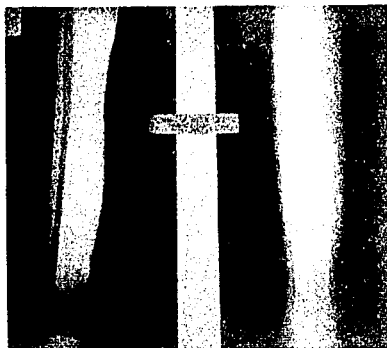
Radiografía posterior a la aplicación del injerto óseo.
